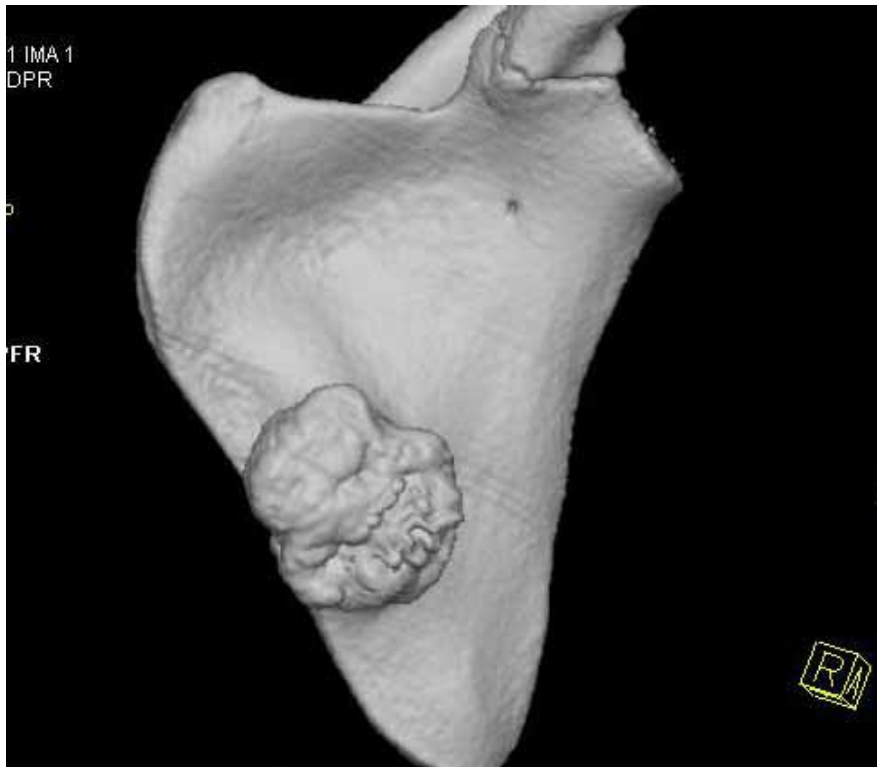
TDM d'une exostose de la scapula : vue antérieure [26].
